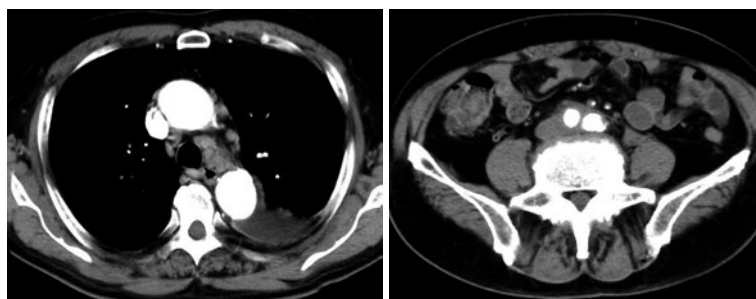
胸腹部造影CT所見。胸水貯留，胸膜肥厚，縦隔リンパ節腫脹を認める。また，腹部大動脈から総腸骨動脈周囲のシート状の軟部影を認める。
